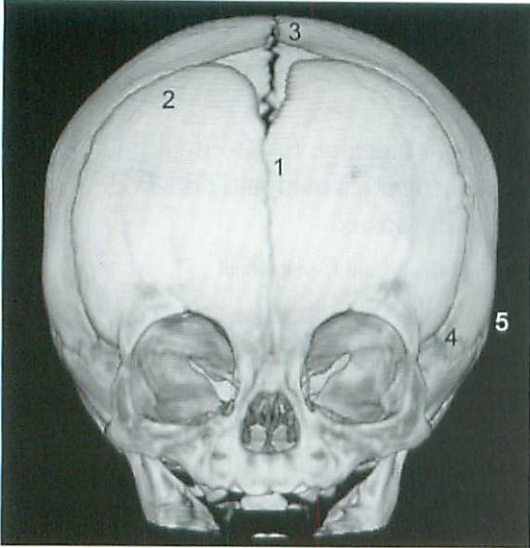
Normal sutures, 3D-CT, frontal view : metopic suture(1), coronal suture(2), sagittal suture(3), sphenoparietal suture(4), squamosal suture(5).
